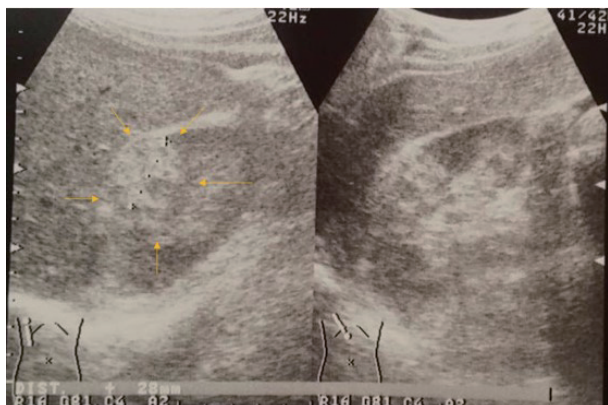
Ultrasonography at medical checkup 17 years earlier shows right renal tumor. The tumor measures 28mm.
